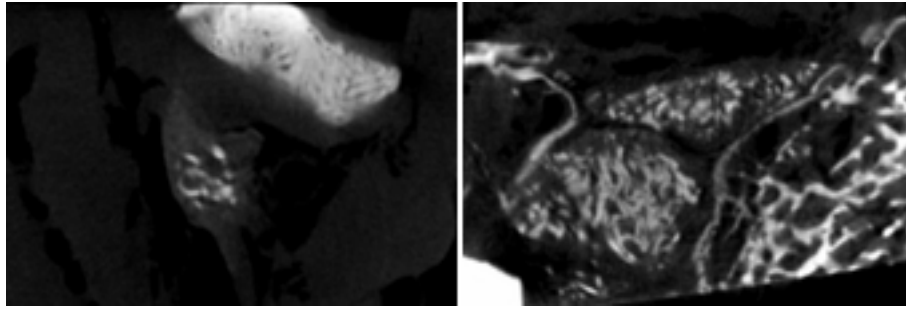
Scaffolds allogene besiedelt im μ -CT 20 Wochen postoperativ: Links das Scaffold coated, es ist ein Rest mitten im Osteotomiespalt erkennbar (axialer Schnitt). Der Scaffoldrest coated and loaded 20 Wochen (rechts, sagittaler Schnitt) liegt etwas außerhalb des Osteotomiespalt
